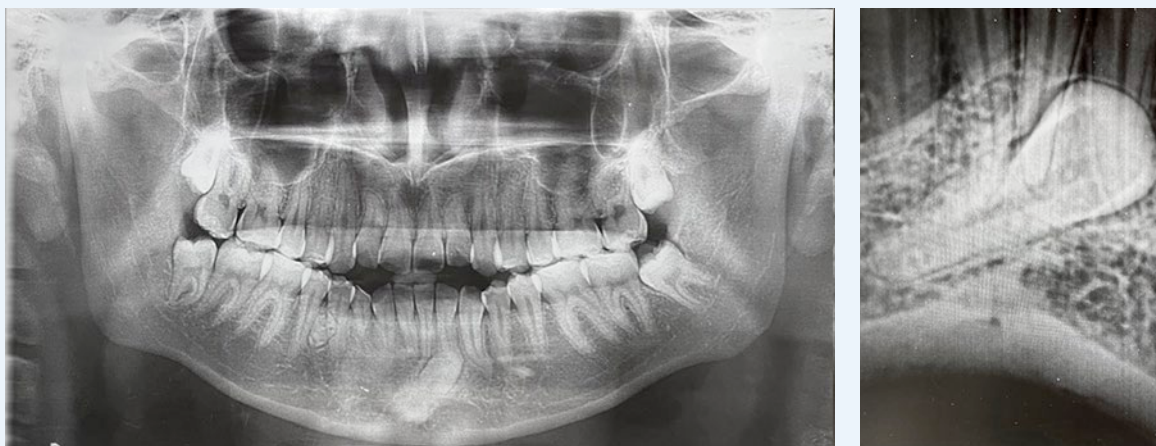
Ortopantomografía y radiografía periapical inicial del canino incluido.
